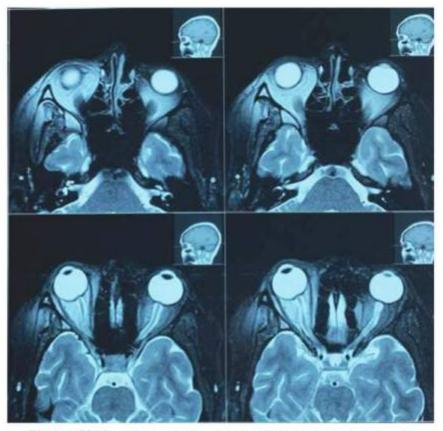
RMN de órbitas: muestra neuritis óptica predominantemente derecha.
